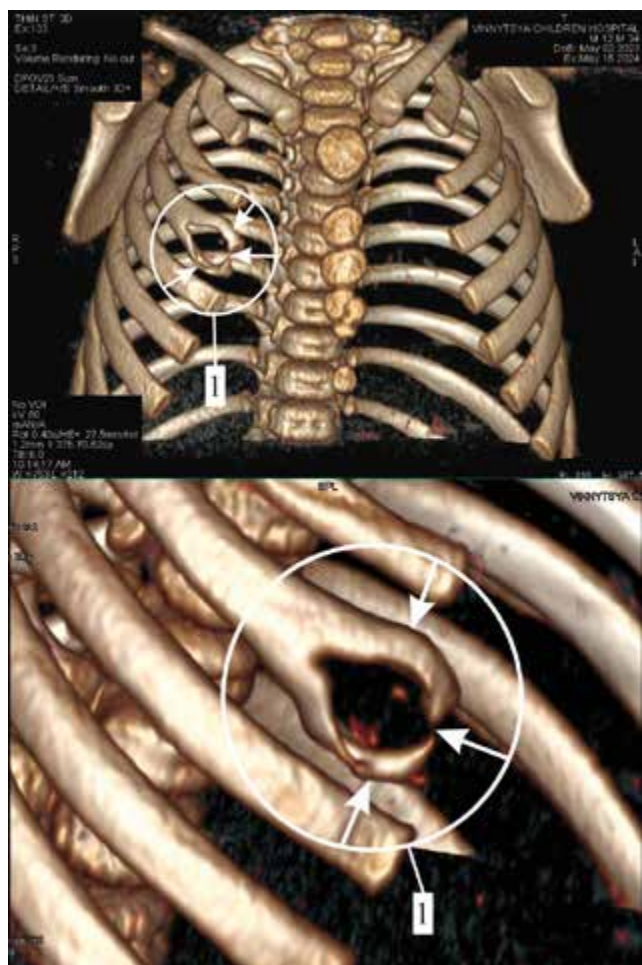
Пацієнт Т., 1 рік 3 міс. Мультиспіральна комп'ютерна томографія органів грудної клітки: 1 – деструктивні зміни специфічного генезу III правого ребра
